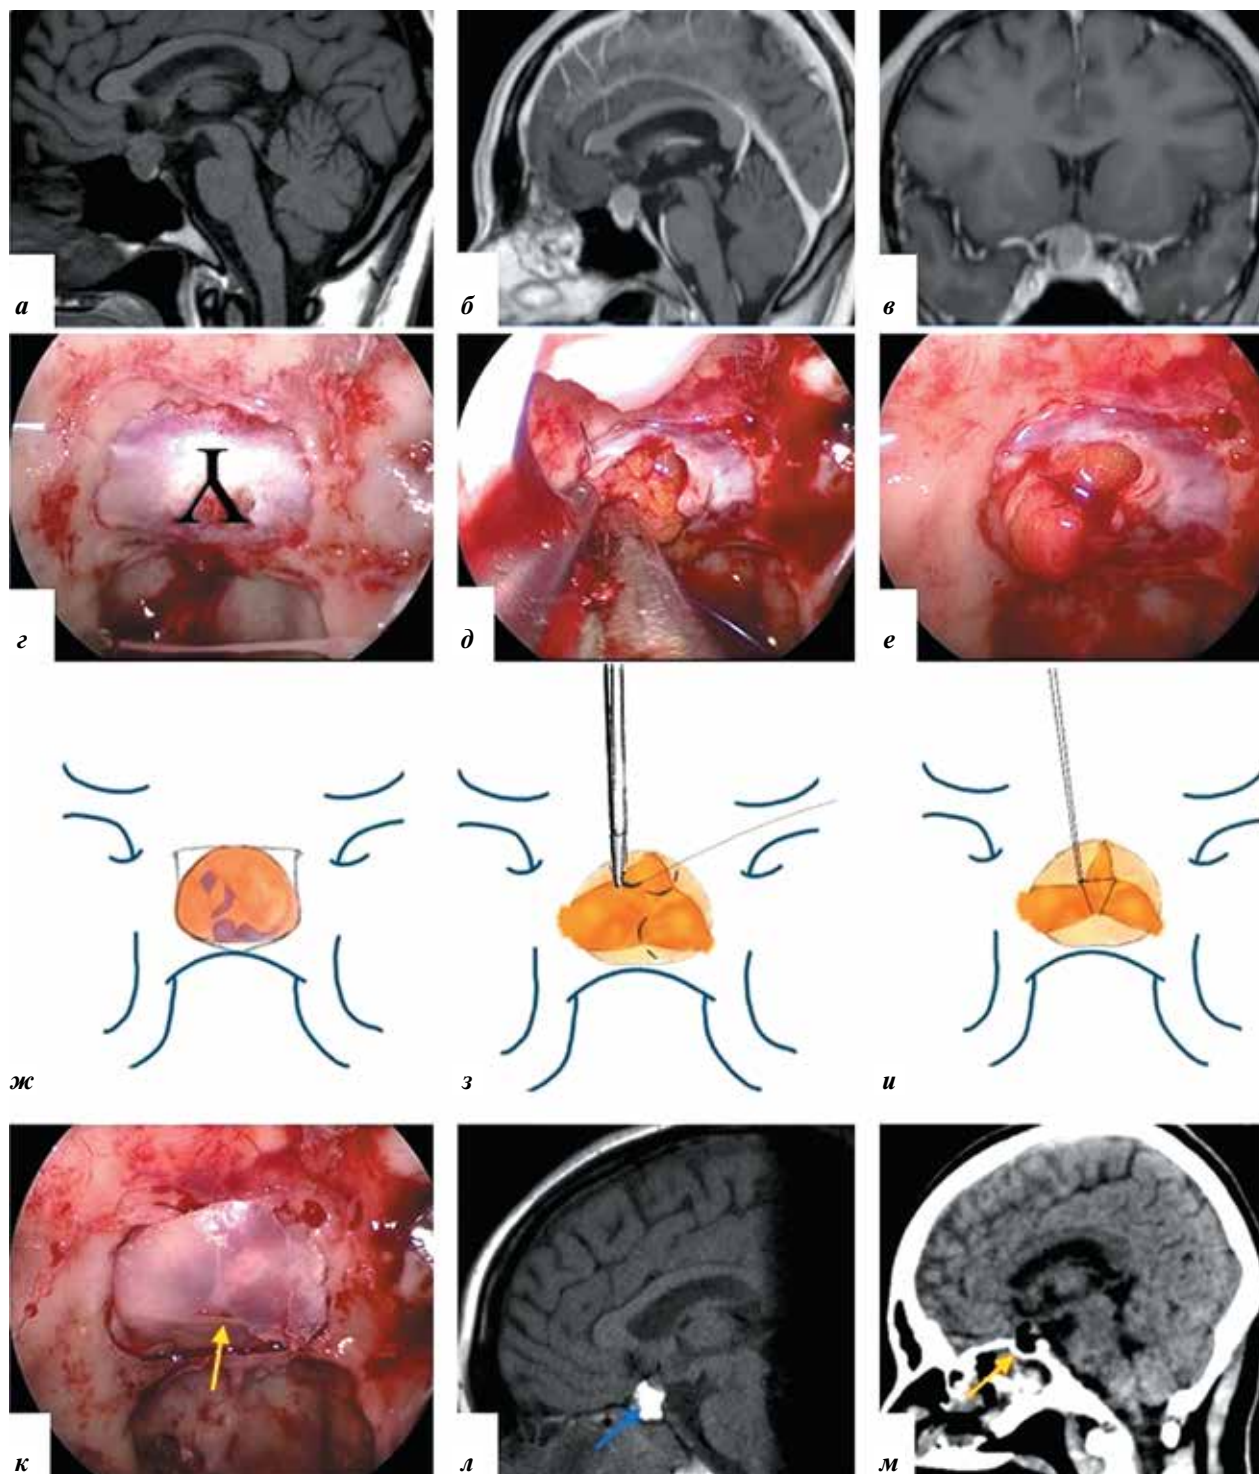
Реконструкция турецкого седла при стандартной трансфеноидальной хирургии: а–в – предоперационная магнитно-резонансная томография пациента с нефункционирующей аденомой гипофиза; г – твердая мозговая оболочка (ТМО) разрезана в форме перевернутой буквы Y; д–и – ушивание ТМО (обычно мы сшиваем 3 точки ТМО в виде треугольника); ж–и – после ушивания ТМО (схемы); к – над жировой тканью фиксируют септальную кость, края которой аккуратно «зацепляют» под костный дефект sellarной области, осуществляют герметизацию фибриновым или синтетическим клеем; л, м – послеоперационные магнитно-резонансная и компьютерная томографии головного мозга (сагиттальный срез). Опухоль удалена тотально. Реконструкция основания черепа выполнена с жировой тканью и септальными костями. Желтые стрелки – септальная кость, синяя стрелка – жировой трансплантат
